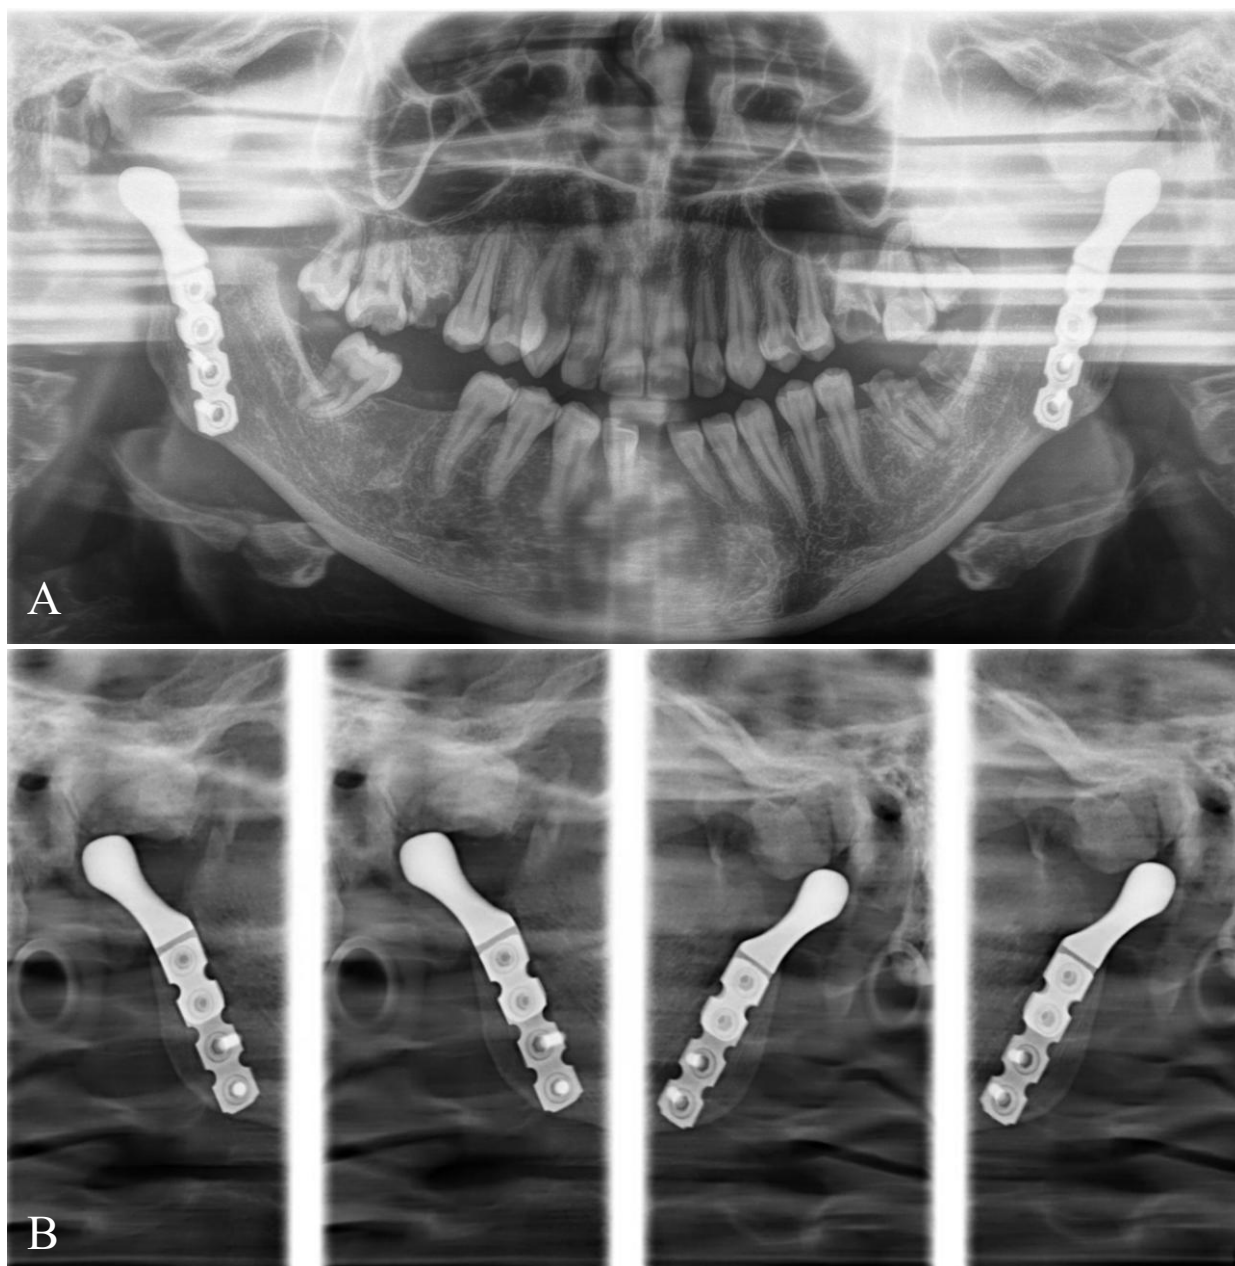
Situație postoperatorie la pacienta G.I., f./27 ani. A. OPG. B. Radiografia ATM de partea dreaptă și stângă.
